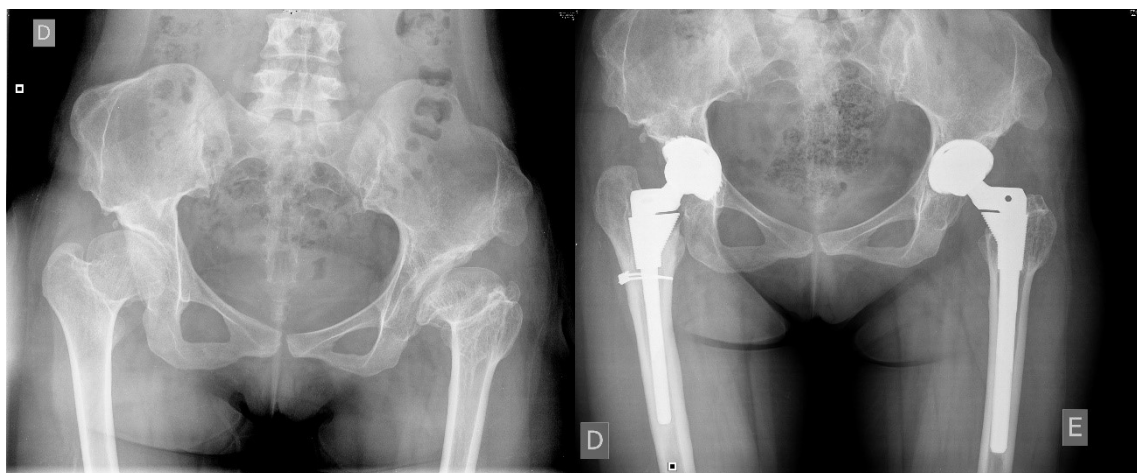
Radiografia pélvica de doente de 37 anos com sequelas de DDA, sujeita a múltiplas cirurgias em criança, pré e pós ATA bilateral (registo pessoal Dr. Paulo Almeida - HSM)
